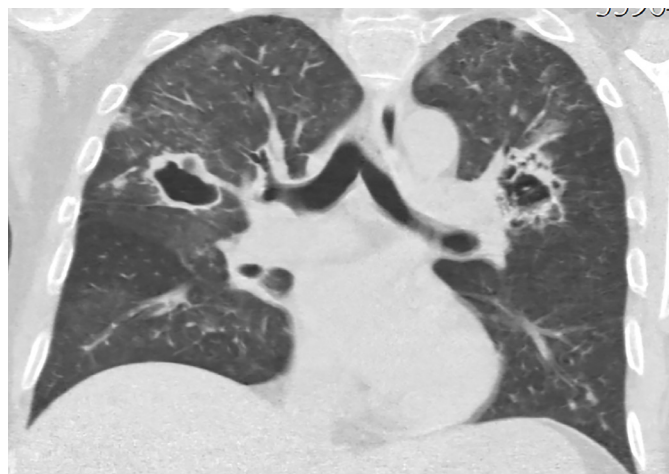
КТ грудной клетки через 9 дней после начала антимикотического лечения: регресс воспалительных изменений в легких.
